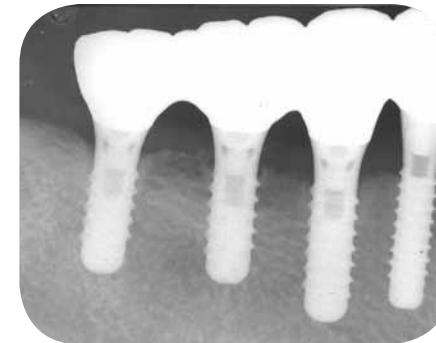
2006年9月21日 6 部術後2年のX線写真(左)およびCT(右)(マーキュレイ、日立メディコ社)により、インプラントの近遠心、中央部のクロスセクション像で骨欠損に移植した自家骨で骨欠損部は修復され、臨床的なリオッセオインテグレーションが認められる
